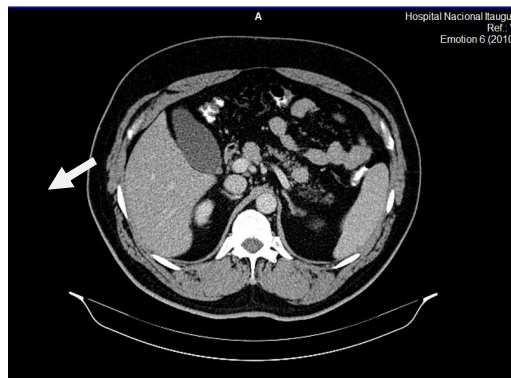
Tomografía a doble contraste en donde se constata nódulo en el cuerpo pancreático.
